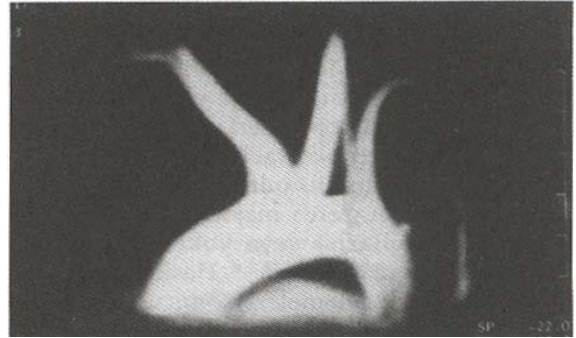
El grafisinde sol elde (fotoğrafta sağdaki) sinbrakidaktili.
